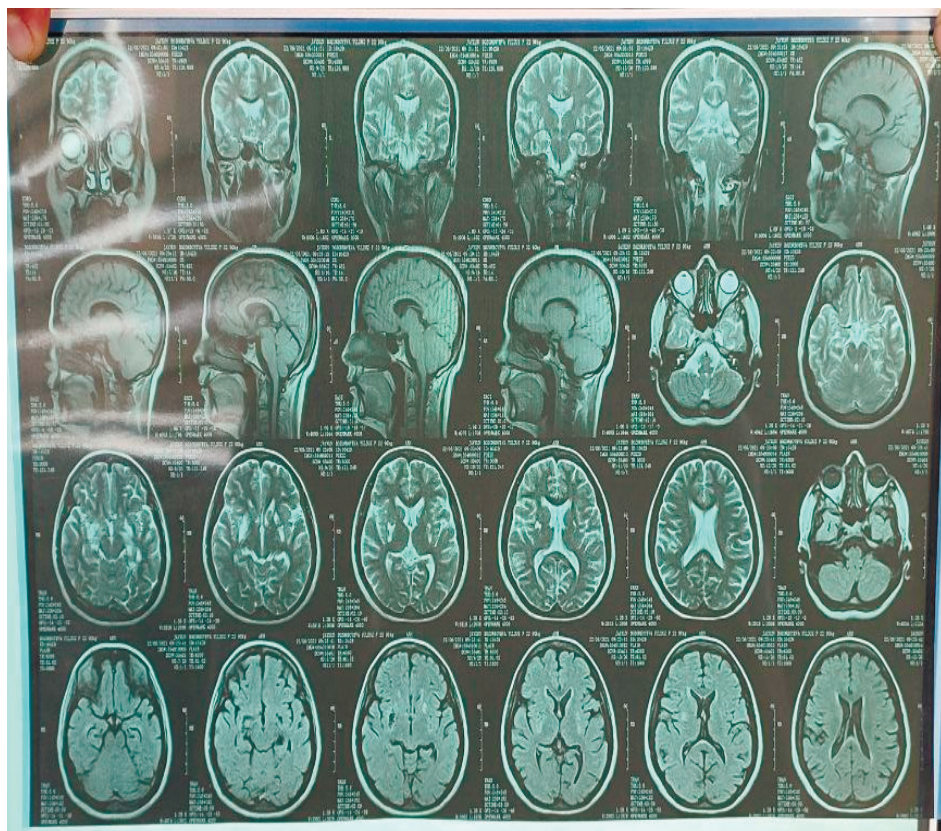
МРТ исследование головного мозга больного в динамике через три месяца на фоне лечения препаратами 2 ряда
